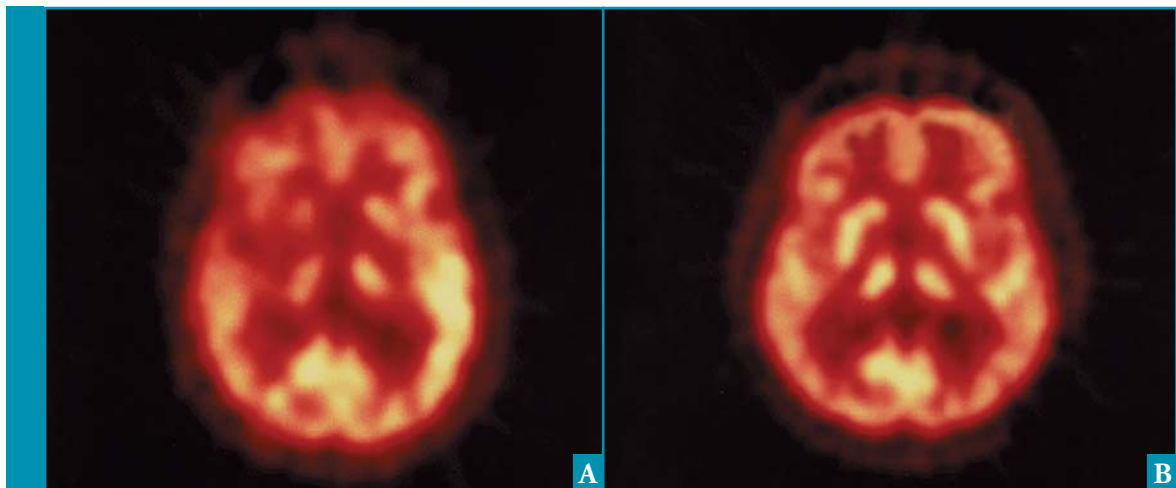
¹²³I-IBZM-SPECT-scan. Transversale opname door het striatum van A. een 70-jarige vrouw met MSA-P en B. een gezonde controle. Bij B. is de 'region of interest' zwart omlijnd. De ¹²³I-IBZM-binding is bij A. aan beide zijden sterk verminderd.
